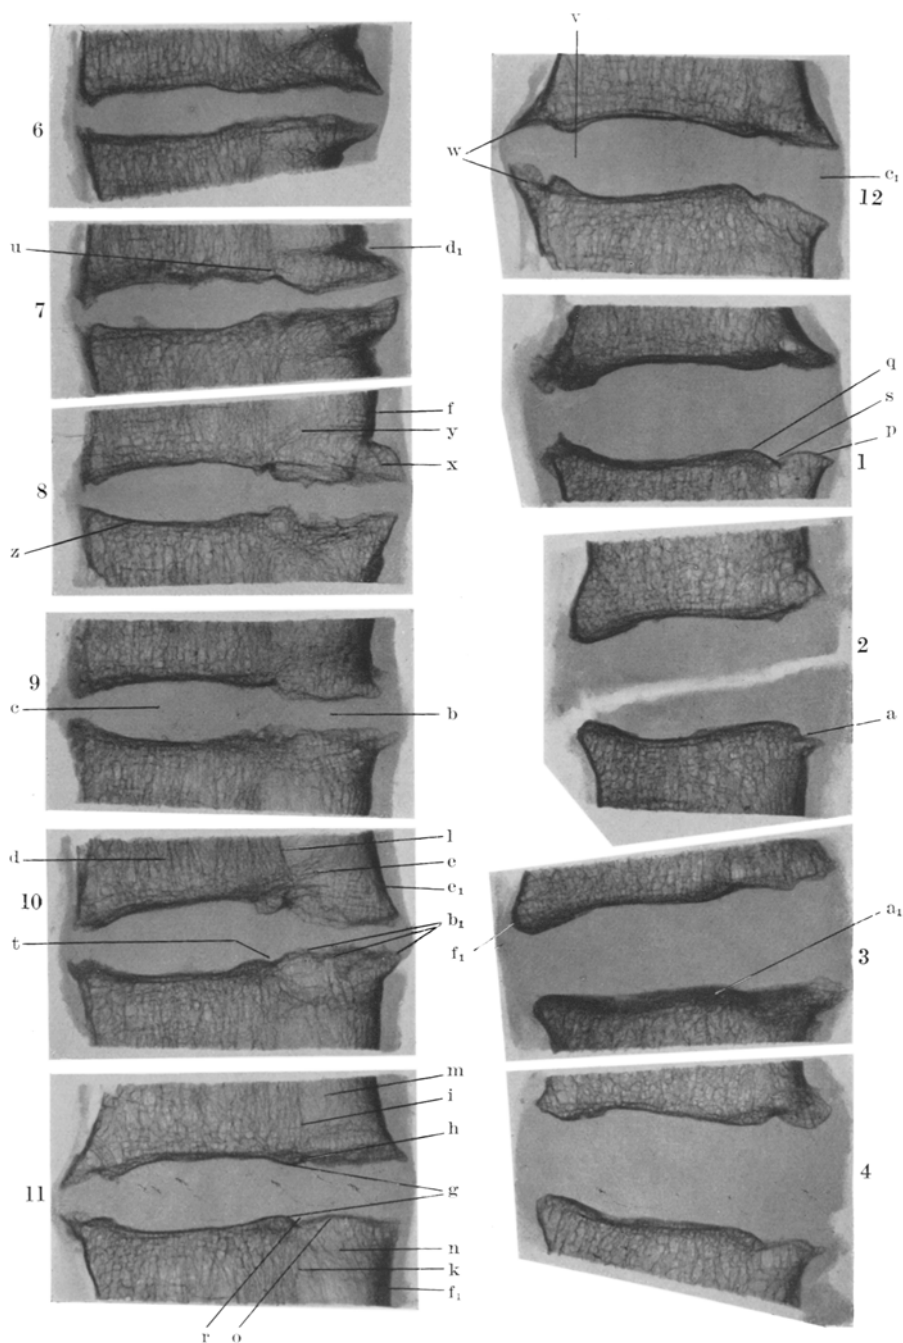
Röntgenbilder dünner, median-sagittaler Scheiben der 6. Brust- bis 4. Lendenbandscheibe samt angrenzendem Knochen. Rechts ist vorne.
